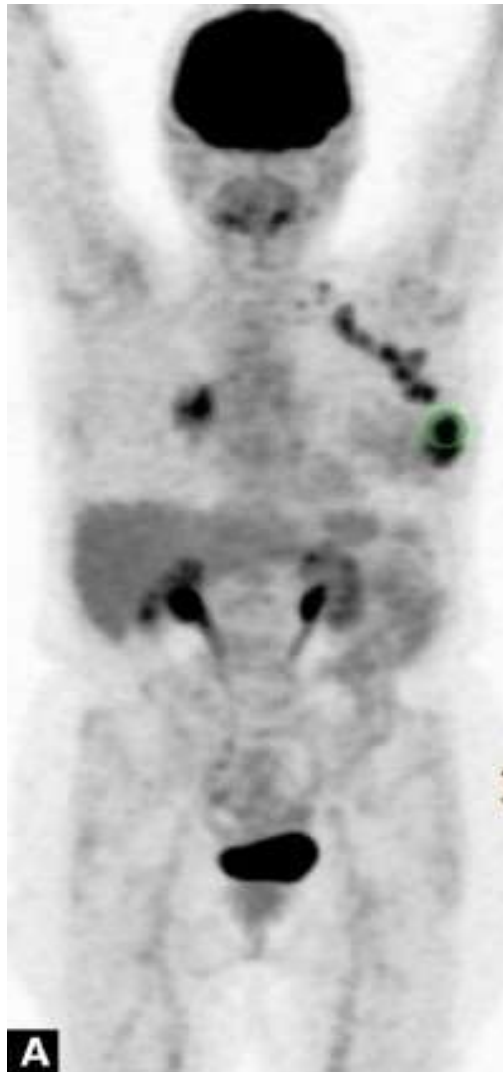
La TEP-TDM (A) montre la tumeur du sein gauche et met en évidence des adénopathies hypermétaboliques sus- et sous-claviculaires homolatérales, ainsi qu'une masse pulmonaire droite. [137]
